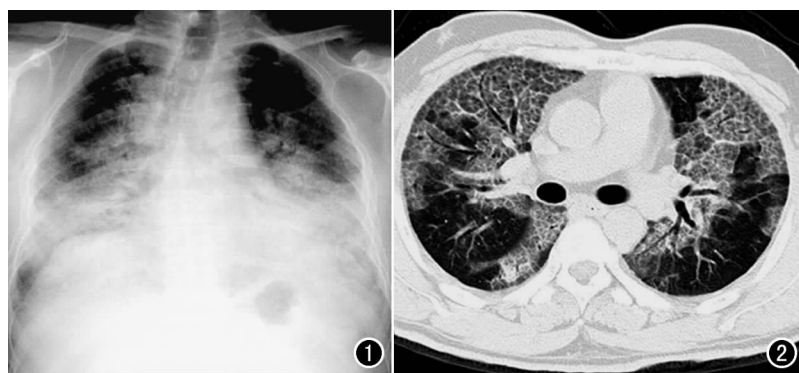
X 线片示两肺纹理粗、多, 结构紊乱, 见多发不规则条状阴影, 交织成网状, 其间见散在斑点及斑片状模糊阴影, 以两下肺明显; 肺门影增大, 增浓。图 2 CT 示双肺实质及间质弥漫分布多发的斑片状密度增高影, 其内可见充气支气管征, 其间多数小网格影。
